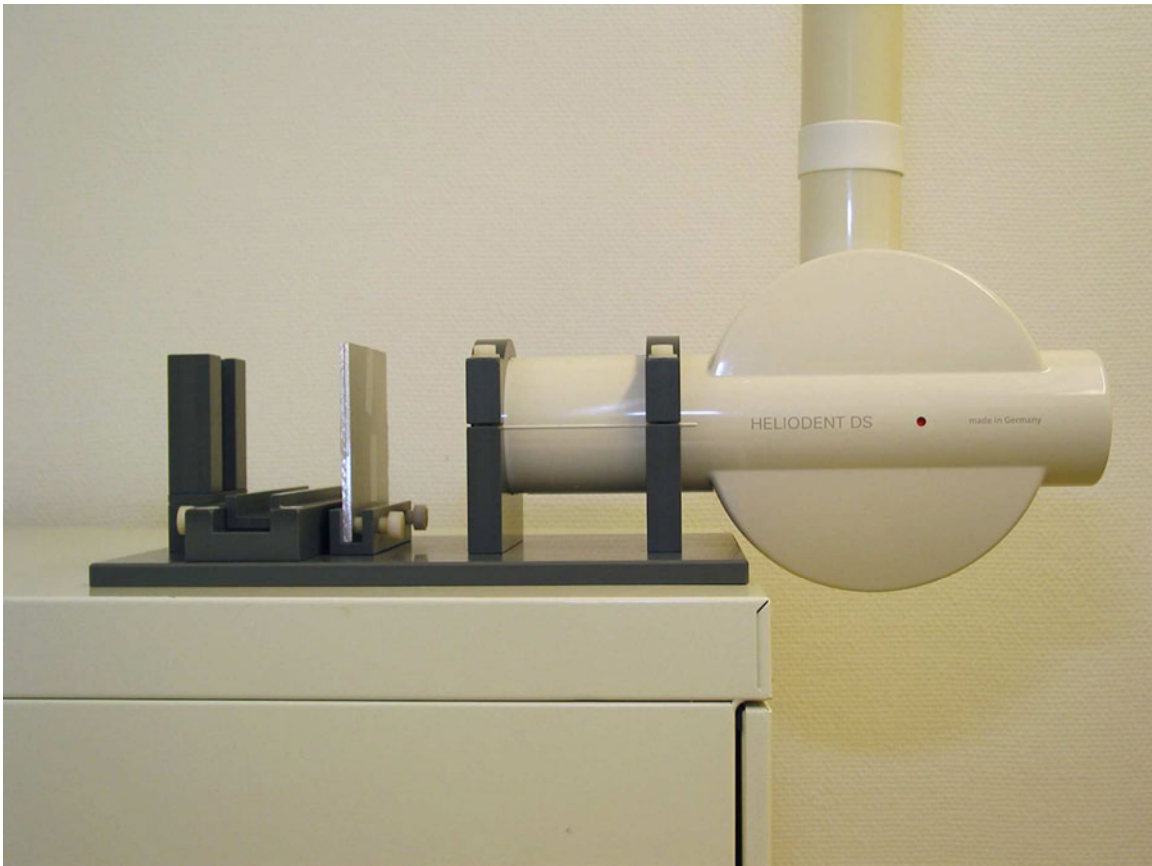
Röntgenapparatur mit Röntgenröhre
